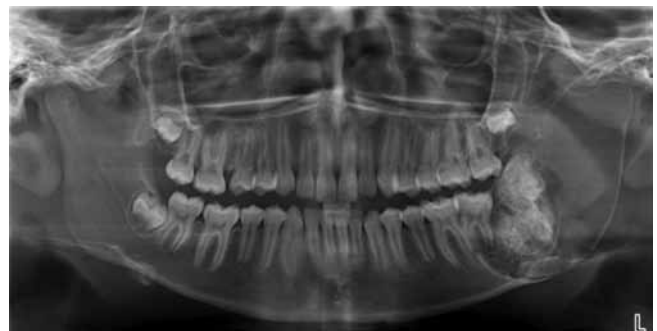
Radiografía panorámica, lesión mixta de densidad variable en zona de cuerpo y rama mandibular izquierda.
